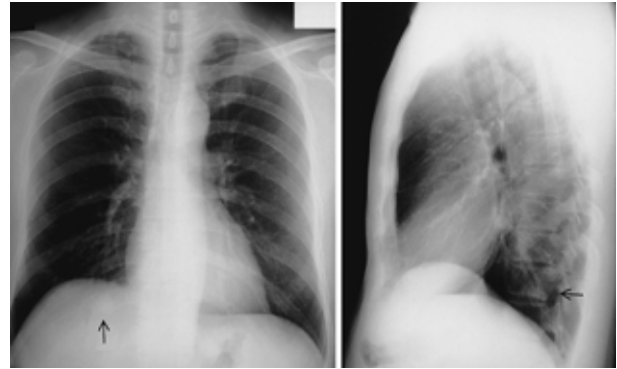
Chest X-ray films on admission (Patient 2) showing a nodular shadow in the right lower lung field (showing a nodular shadow)
